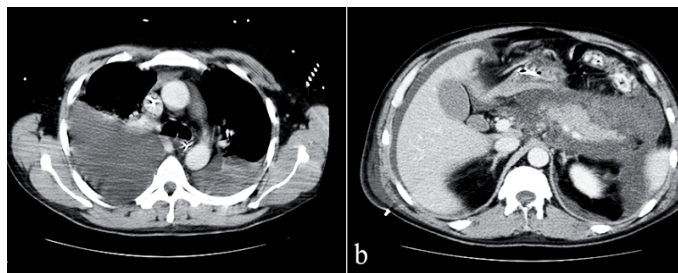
TC torácica (a) e abdominal (b) demonstrando volumoso derrame pleural bilateral, líquido livre intra-abdominal e heterogeneidade do parênquima pancreático, sem defeitos de captação de contraste.
